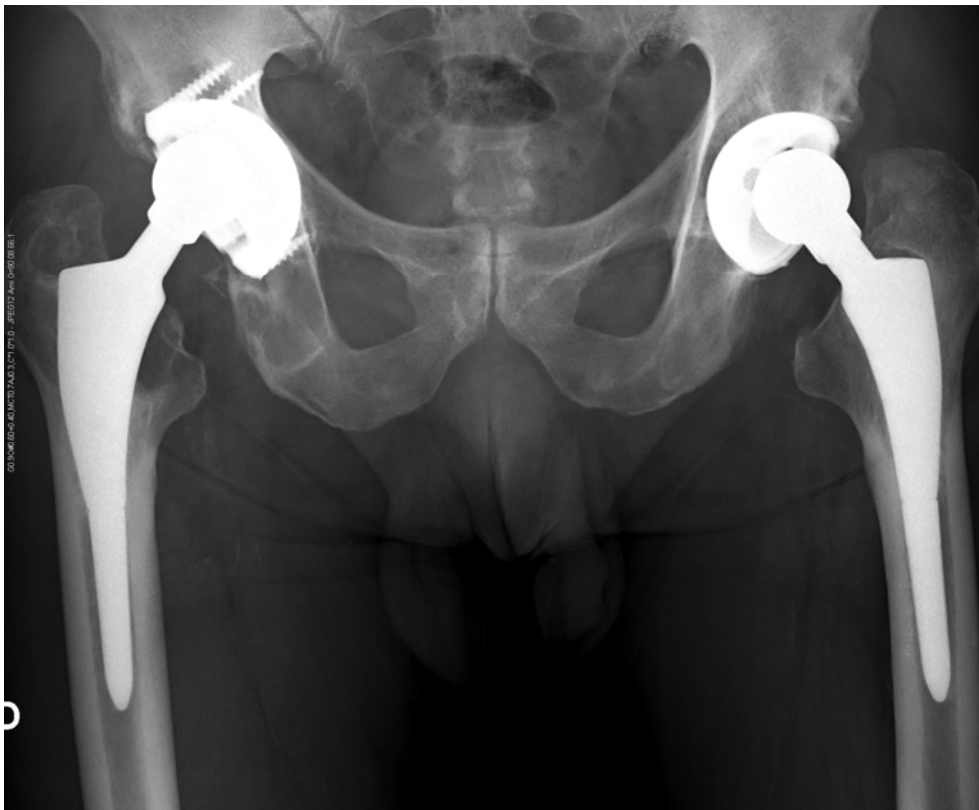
Radiografía de una artroplastia de cadera
